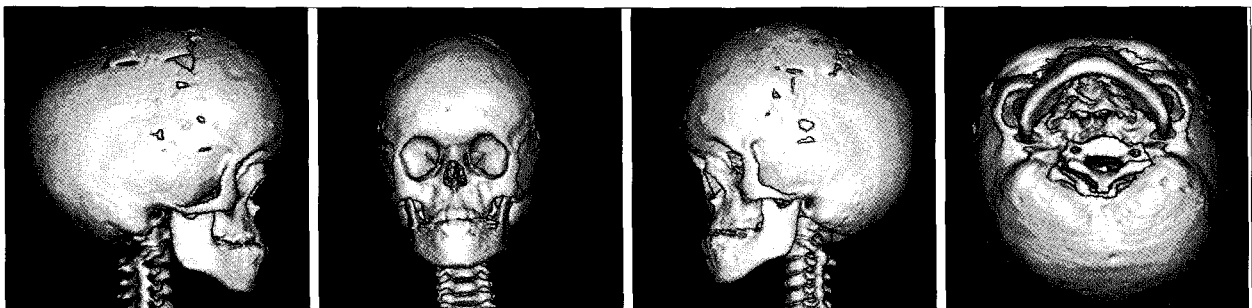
Predistracton 3D CT
